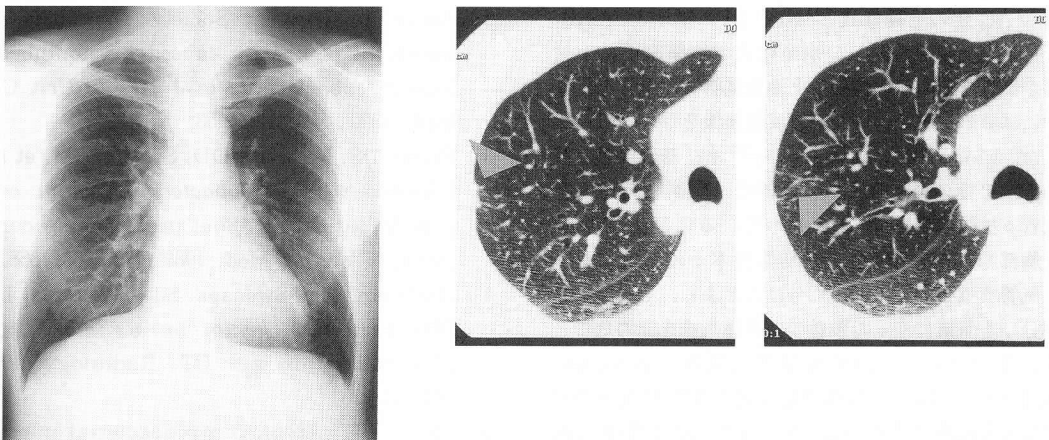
and 5 Chest roentgenogram and HRCT taken 6 years after diagnosis. No change has appeared. (See Fig. 1 and 2)
